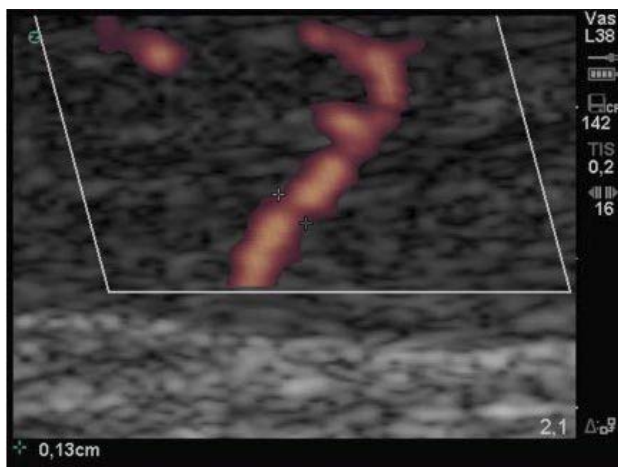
En el mismo tendón de la figura anterior, mediante la aplicación del Power Doppler se comprueba la presencia de una hiperplasia vascular con vasos de pequeño calibre 1.3 mm.
